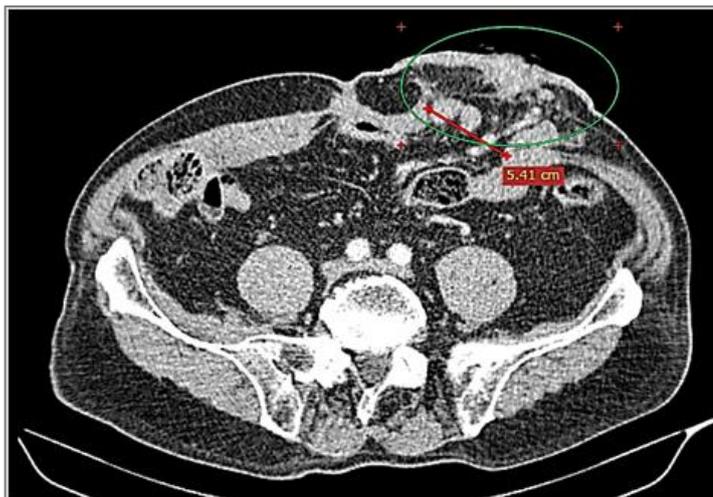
КТ-томограмма пациента С. до операции
